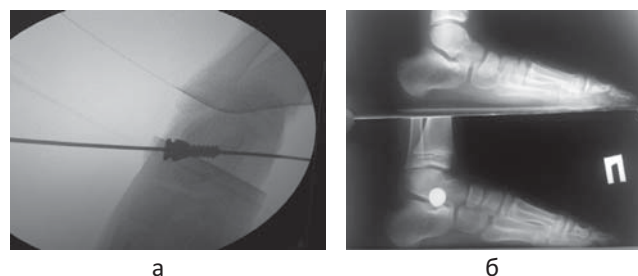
Установка металлического импланта (а). Рентгенологические снимки стопы пациента подгруппы Б контрольной группы до и после операции (б)
